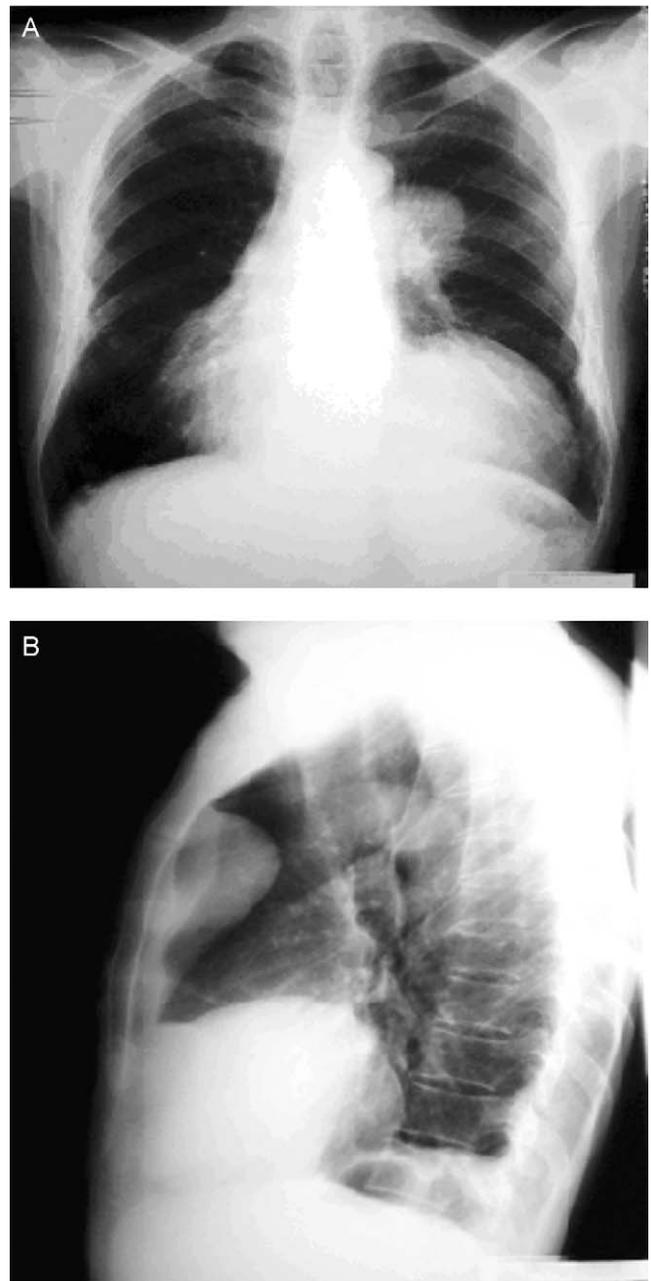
Radiographie du thorax de face (A) et profil (B) : élargissement du médiastin antérieur prédominant du côté gauche.
